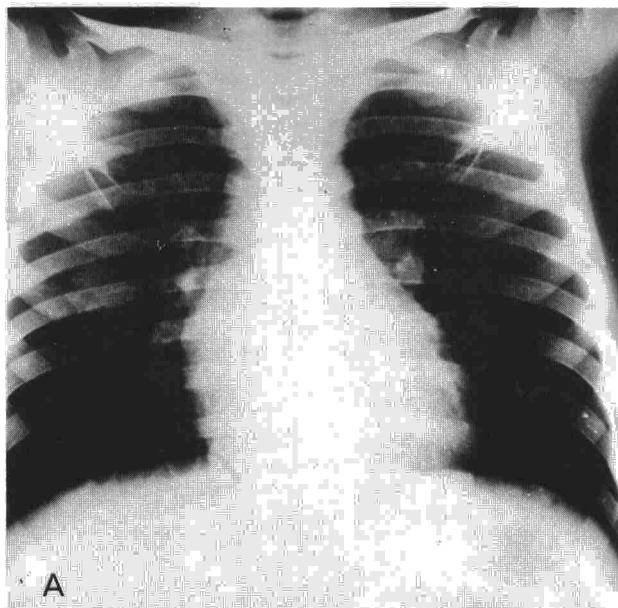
Caso 4. Pseudotumor inflamatorio tipo fibrohistiocitario. a) Radiografía posteroanterior que muestra un nódulo pulmonar en el lóbulo inferior derecho. b) TAC del mismo nódulo con límites bien definidos.
